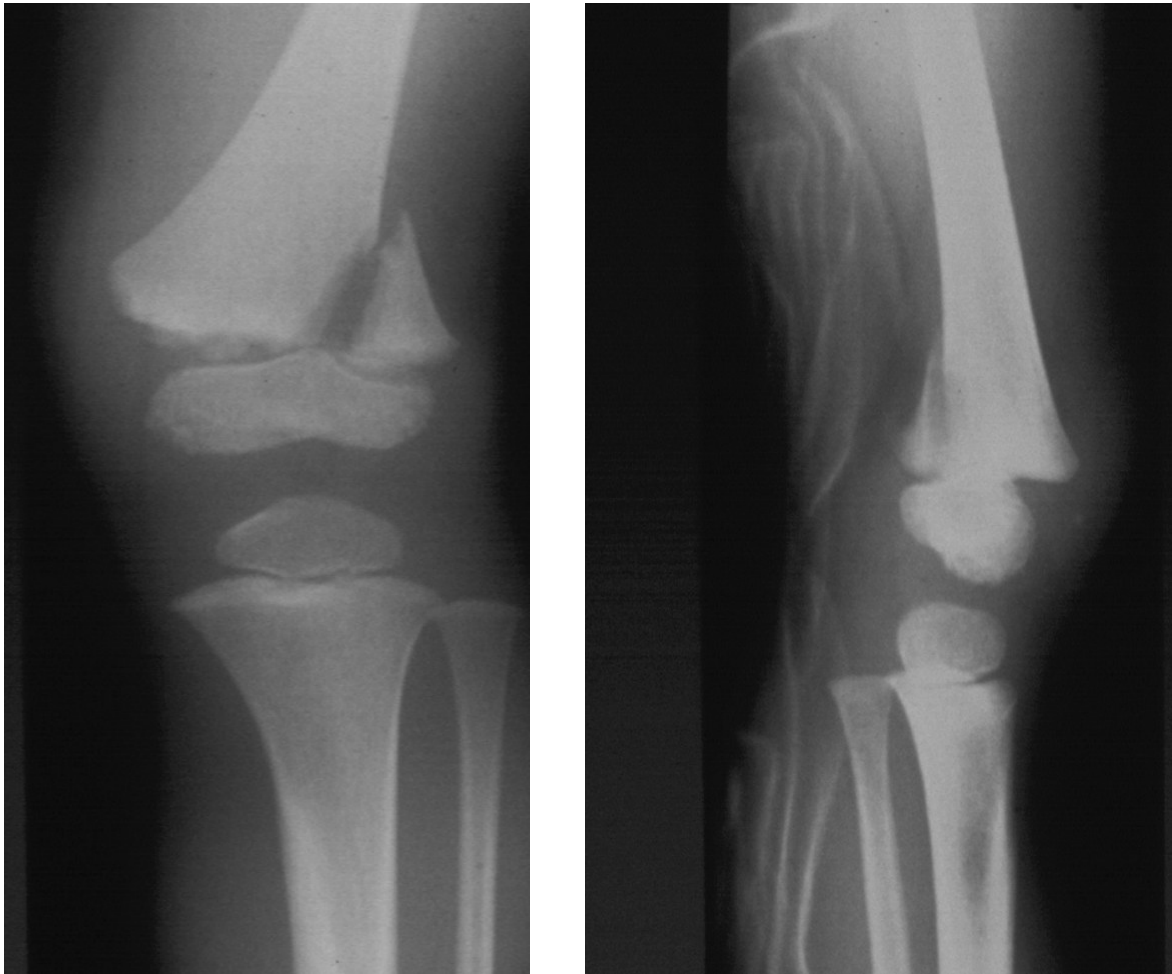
Röntgenaufnahmen einer kindlichen Fraktur, Aufnahme­richtung ap (li.) und seitlich (re.)
